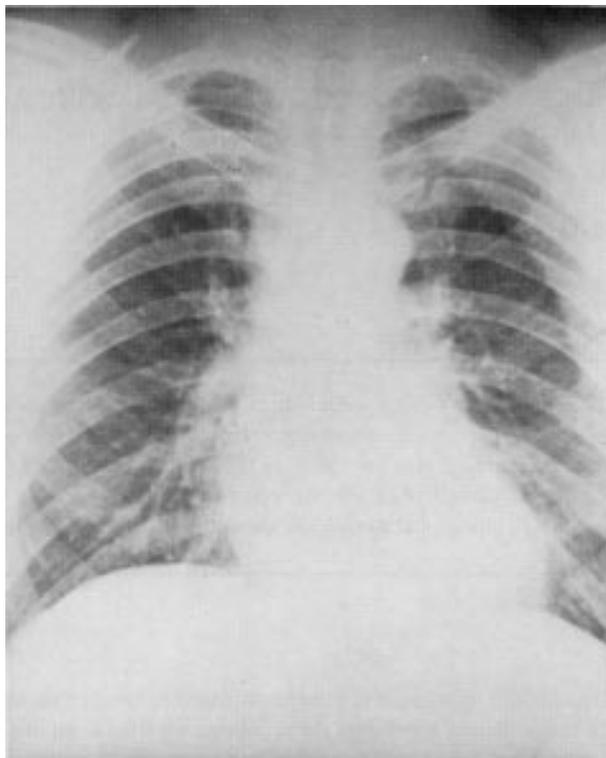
Radiografia de tórax: aumento discreto a moderado de área cardíaca.
